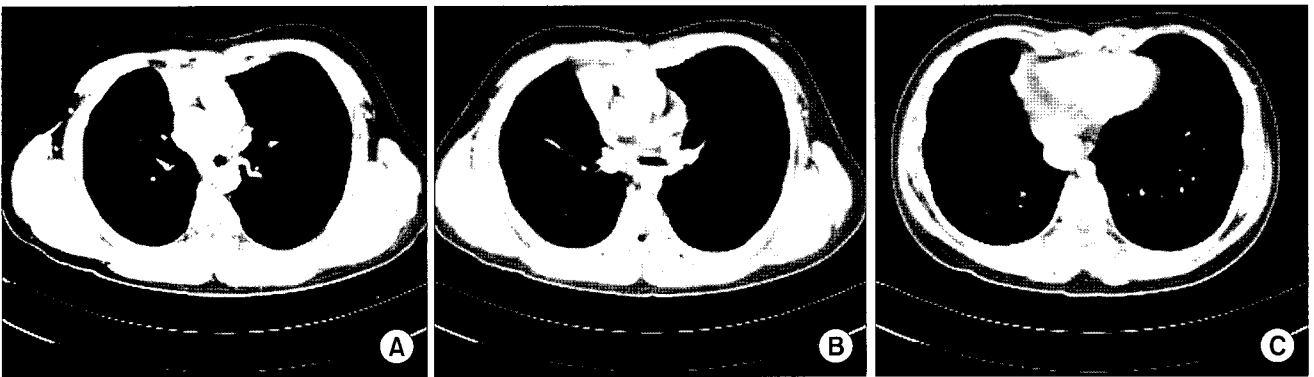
Preoperative chest computed tomography. (A) Left upper pulmonary artery originates from superior border of main pulmonary artery. (B) Left lower pulmonary artery originates from right pulmonary artery with severe stenosis. (C) Mediastinal mass is confirmed as intra-thoracic liver.
